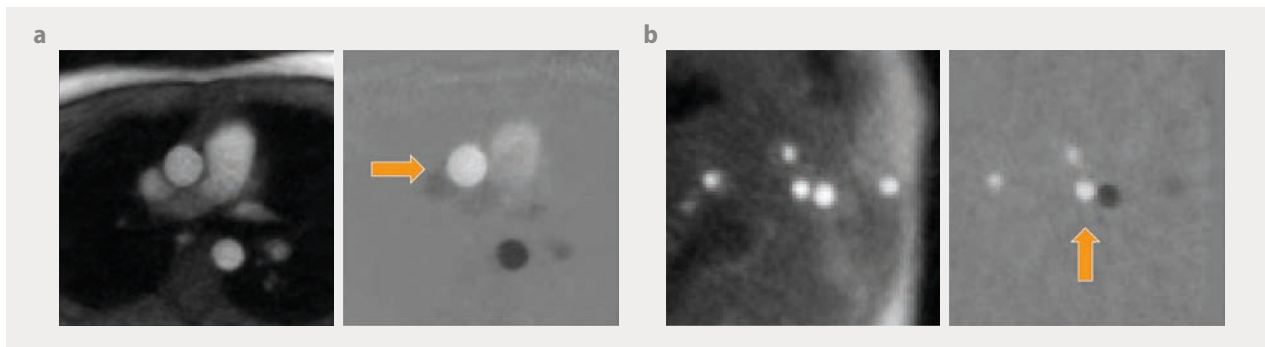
Die Echtzeit-MRT zeigt den Blutfluss in der aufsteigenden Aorta (a, waagerechter Pfeil) mit einer zeitlichen Auflösung von 26 ms und in der Halsschlagader (b, senkrechter Pfeil) mit einer Auflösung von 40 ms. Die Phasenkontrast-MRT erzeugt für jeden Zeitpunkt ein anatomisches Bild (links), das alle durch die Bildebene fließenden Spins hell wiedergibt, sowie eine Phasendifferenzkarte (rechts), welche die Geschwindigkeit angibt und die Flussrichtung durch positive und negative Phasenwerte unterscheidet. In diesen Beispielen fließen helle Signale nach oben im Körper (aufsteigende Aorta, Halsschlagader), während dunkle Signale nach unten fließen (absteigende Aorta, Venen im Halsbereich). Stationäres Gewebe erscheint grau mit einem Phasenwert von Null.
